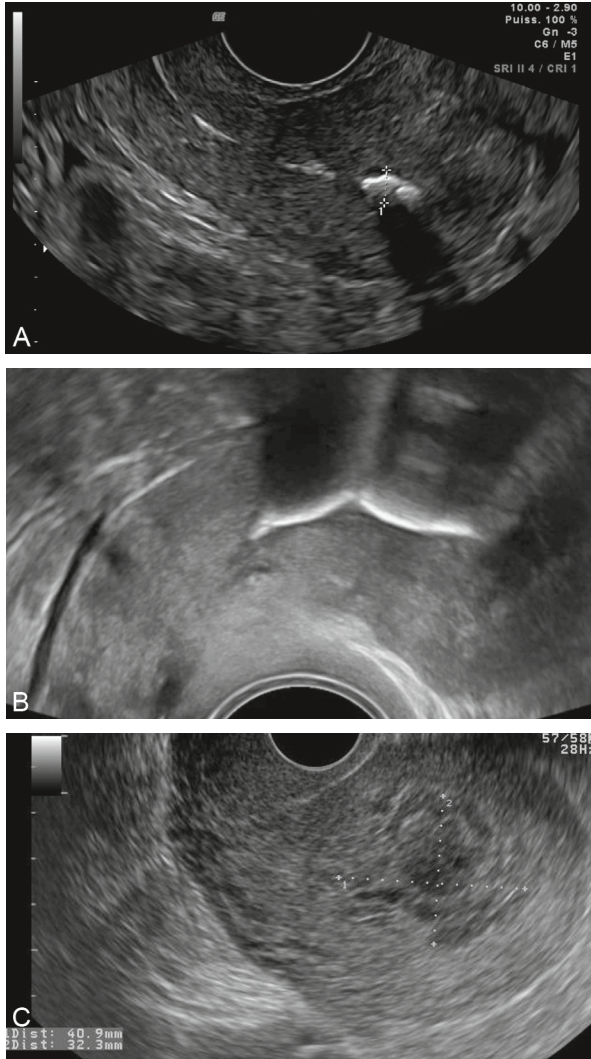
Échographie 2D par voie vaginale. Coupes sagittales de l'utérus.
